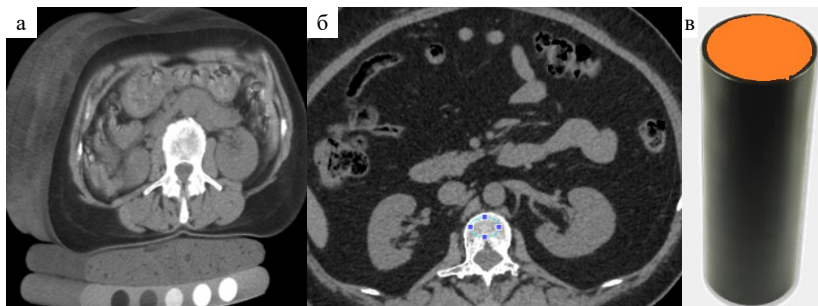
Синхронная ККТ. а — трехмерная КТ-реконструкция, под пациентом расположен фантом, содержащий вставки с известной МПК; б — КТ-скан на уровне L<sub>1</sub> позвонка, фантом используется для корректировки значений раз в месяц; в — фантом для проведения калибровки при асинхронной ККТ
